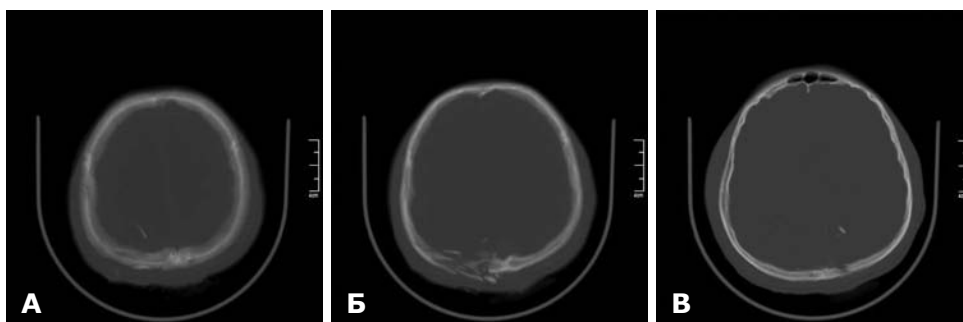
СКТ головного мозку до операції. Кістковий режим. А — фрагмент кістки у правій тім'яній частці; Б — вибуховий перелом тім'яної кістки внаслідок рикошетного вогнепального поранення; В — фрагмент кістки у лівій тім'яній частці.
